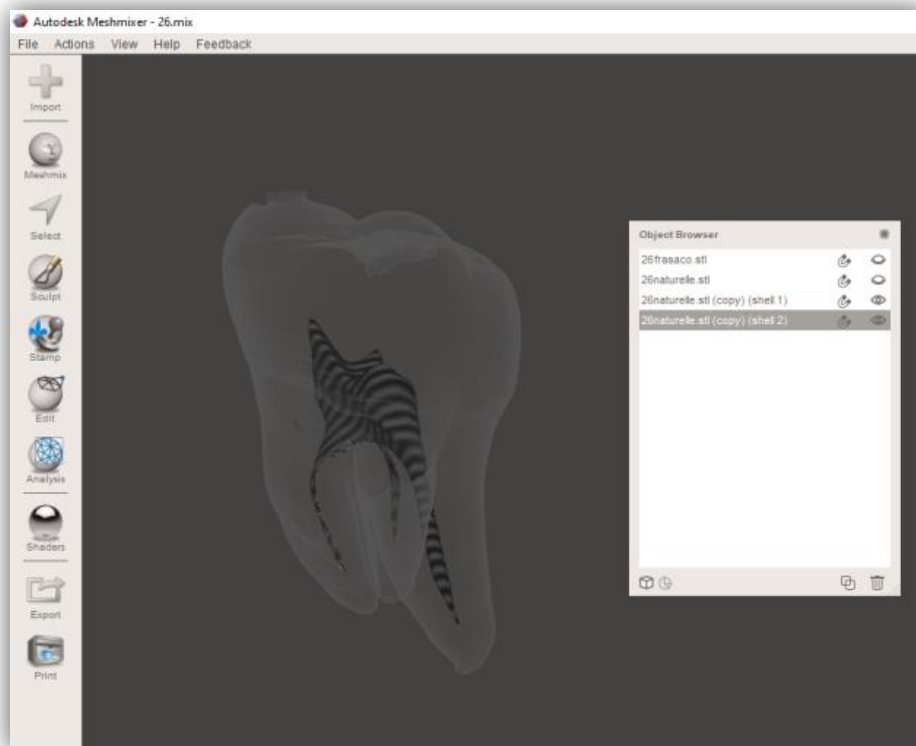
Résultat après utilisation de l'outil « Separate Shells » sur une 26 numérisée par CBCT (Source personnelle)
